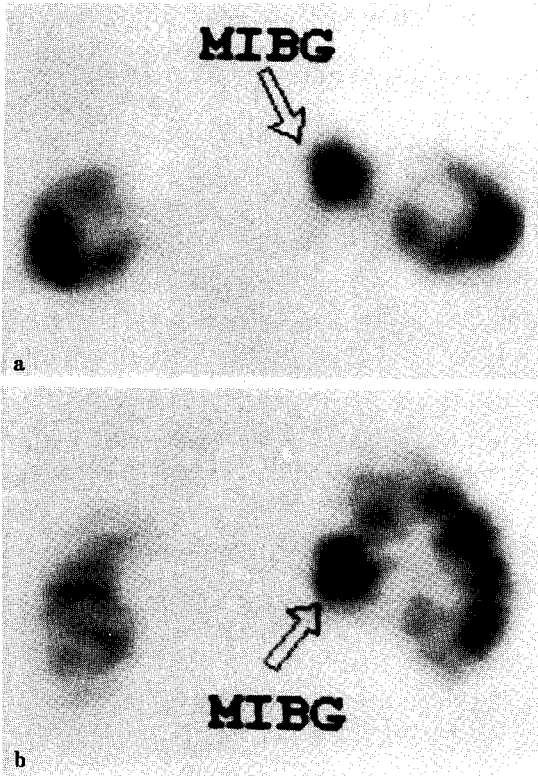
¹³¹I-MIBG and ^{99m}Tc-DMSA dual energy SPECT shows round radioactivity of MIBG in the region of the anteromedial aspect of the Lt. kidney. ^{99m}Tc-DMSA SPECT of both kidney(a), superimposed coronal image(b) and transaxial image(c).
